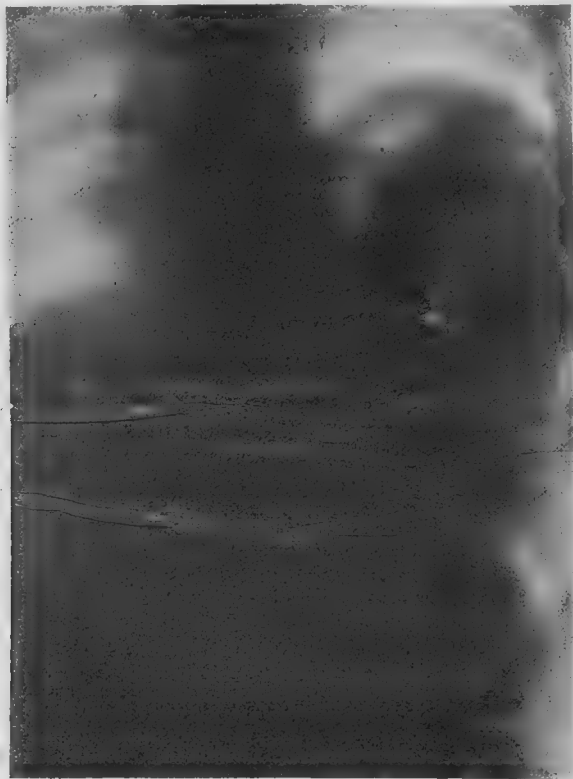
Radiographie en position couchée sur le dos.
